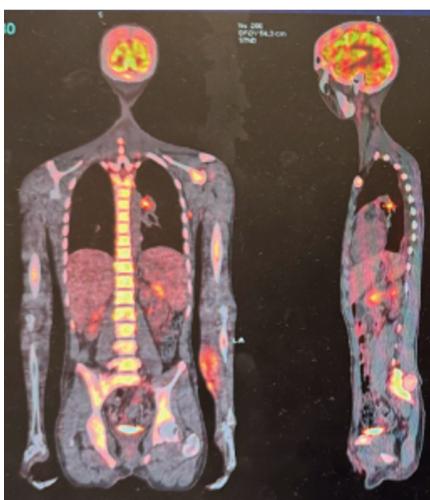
PET *total body* in cui si evince la captazione della nota lesione in corrispondenza dell'avambraccio sinistro.
